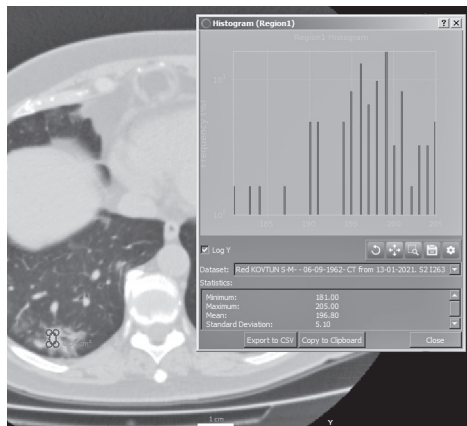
Гістограма обмеженої ділянки консолидації зрізу КТ ОГК хворого Б., виконана із застосуванням програми Dragonfly
